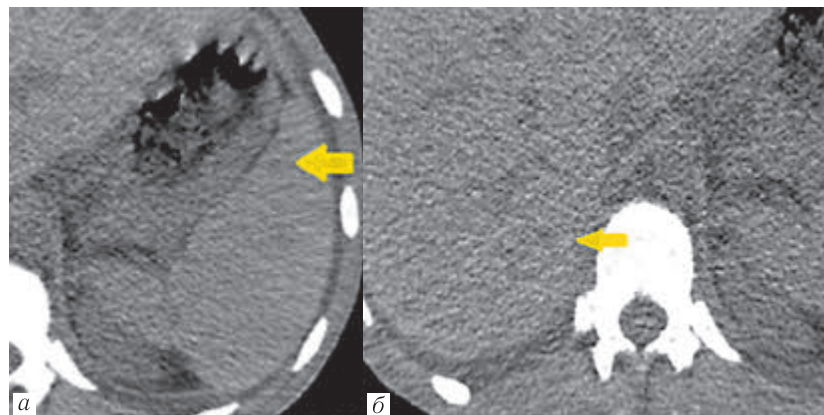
КТ органов брюшной полости, аксиальная плоскость, нативная фаза: а — гиподенсные очаги в селезенке; б — гиподенсные очаги в печени
